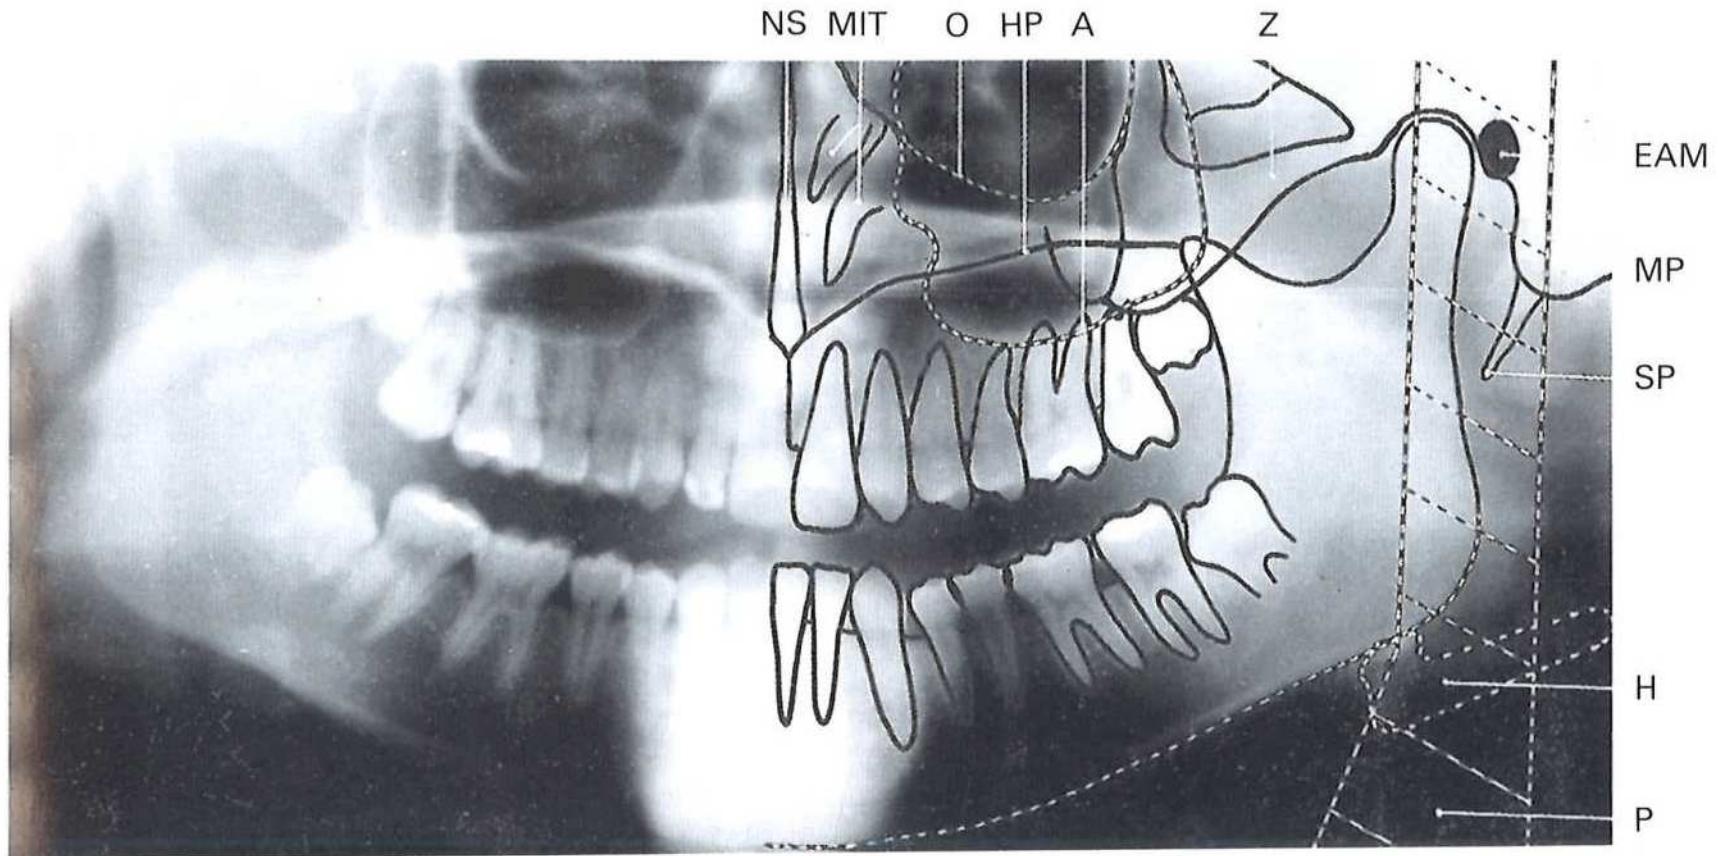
A dental panoramic tomograph showing the main real hard tissue shadows, including the plastic head support, drawn in on one side of the radiograph, NS – nasal septum, MIT – middle and inferior turbinates, O – orbital margin, HP – hard palate, A – floor of antrum, Z – zygomatic arch, EAM – external auditory meatus, MP – mastoid process, SP – styloid process, H – hyoid, P – plastic head support.
